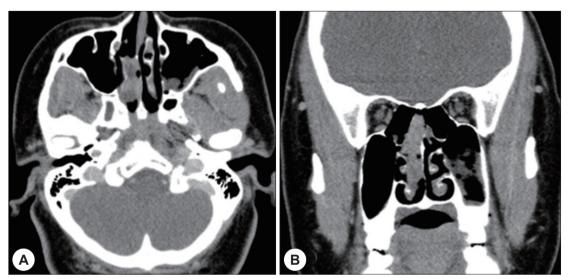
Computed tomographic scan. Contrast-enhanced axial (A) and coronal (B) computed tomography scans show heterogeneously enhancing soft tissue mass in the right nasal cavity. Tumor invasion to the right ethmoid sinus and nasal septum is suspicious.
